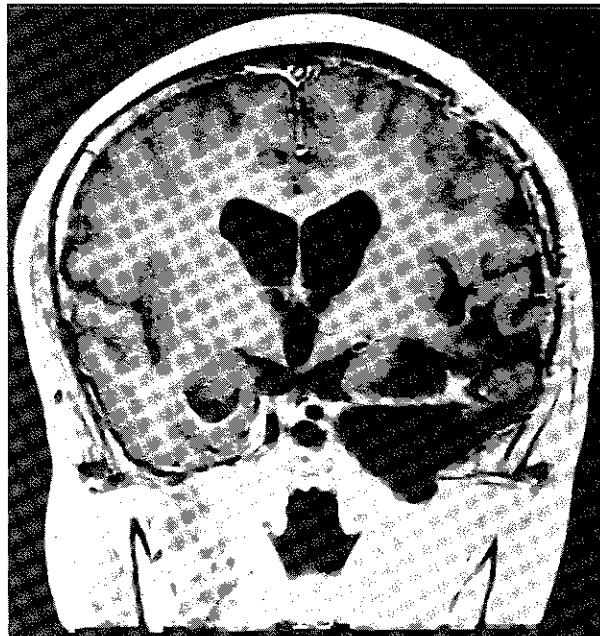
The tumor is seen totally resected on postoperative MRI.
